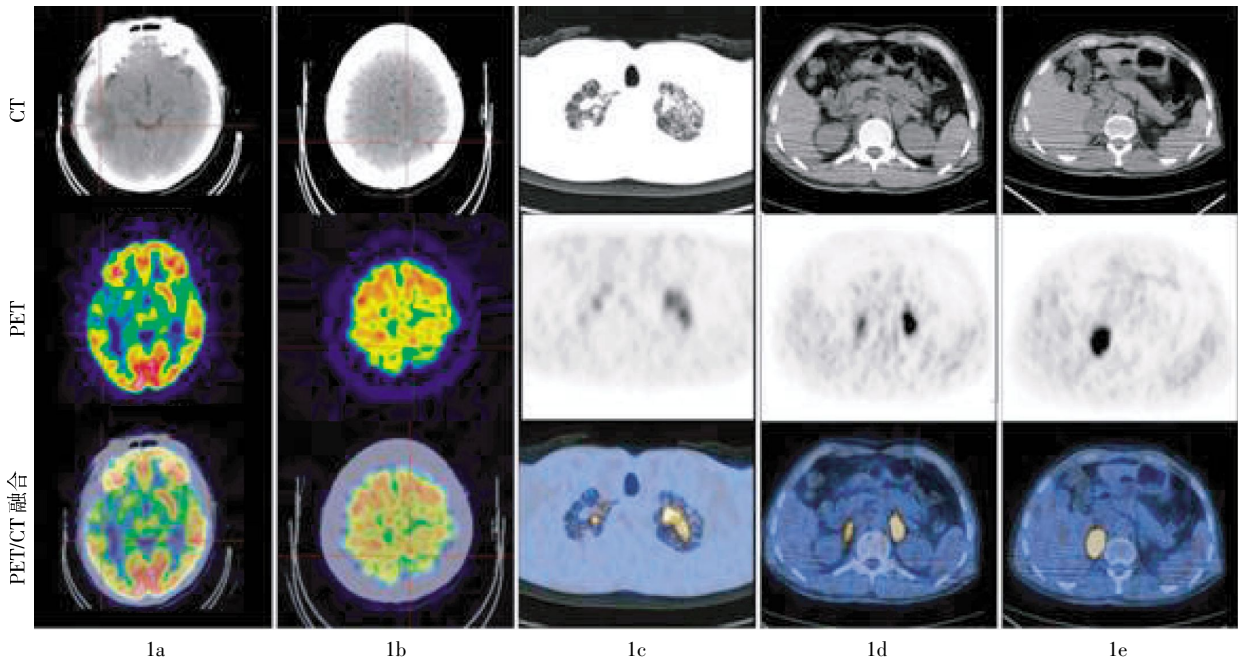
患者男性, 53岁, 播散性结核病 ¹⁸F-FDG PET/CT 图像 图中, 1a、1b: 脑部多发结节样稍高密度影, 部分伴周围片状水肿带, 相应区域代谢无异常增高; 1c: 双肺尖粟米样小结节及结片影伴放射性分布不均匀异常浓聚; 1d、1e: 双侧肾上腺肿块伴放射性分布异常浓聚。
